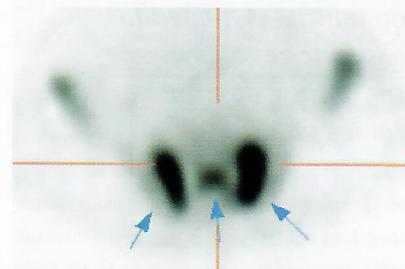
Cintigrafia óssea, vista transversal de um estudo tomográfico da bacia (SPECT). No sacro visualizam-se dois traços de fractura verticais, paralelos às articulações sacroilíacas e interligados por um traço de fractura transversal
